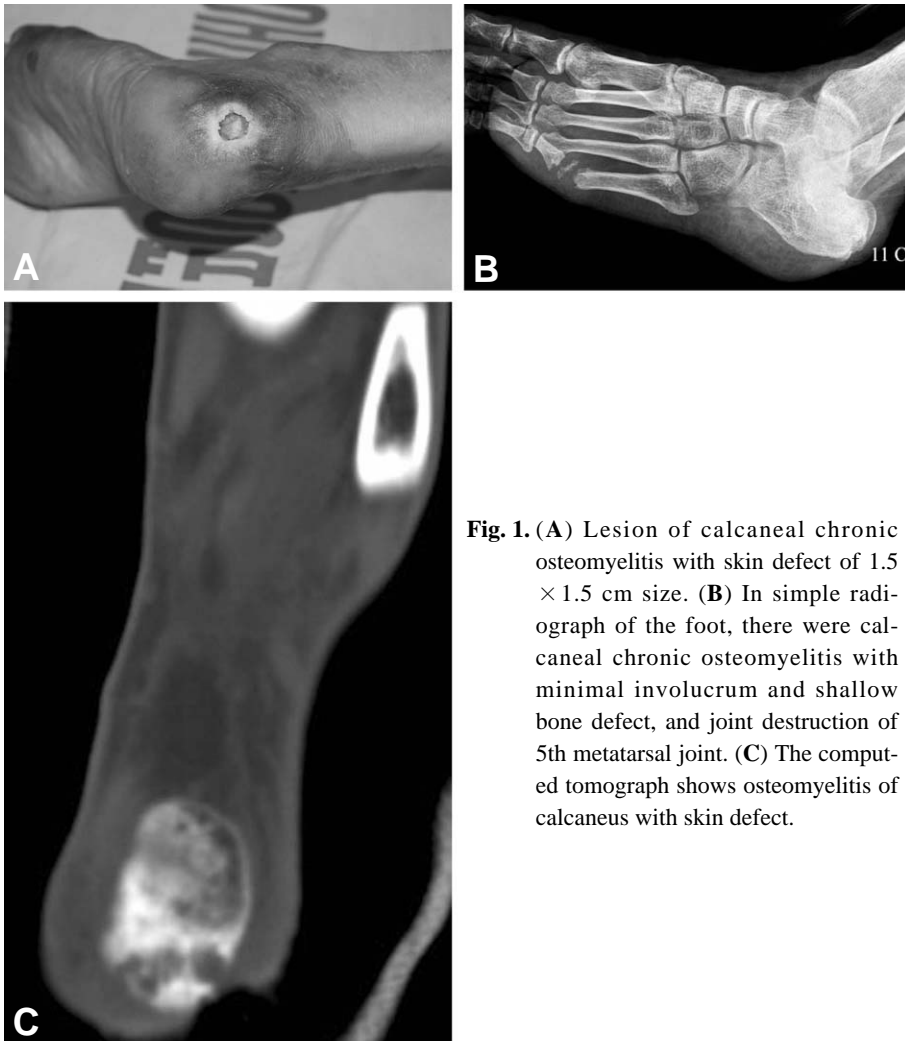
(A) Lesion of calcaneal chronic osteomyelitis with skin defect of 1.5 × 1.5 cm size. (B) In simple radiograph of the foot, there were calcaneal chronic osteomyelitis with minimal involucrum and shallow bone defect, and joint destruction of 5th metatarsal joint. (C) The computed tomograph shows osteomyelitis of calcaneus with skin defect.
